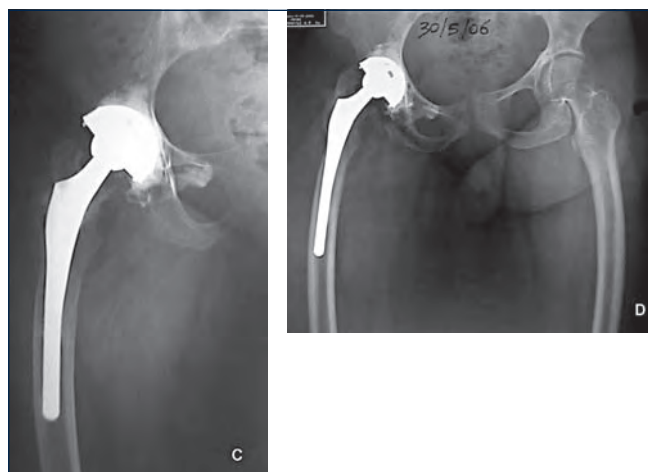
(c, d). Controllo radiografico immediato (c) e a distanza di 10 anni (d).
